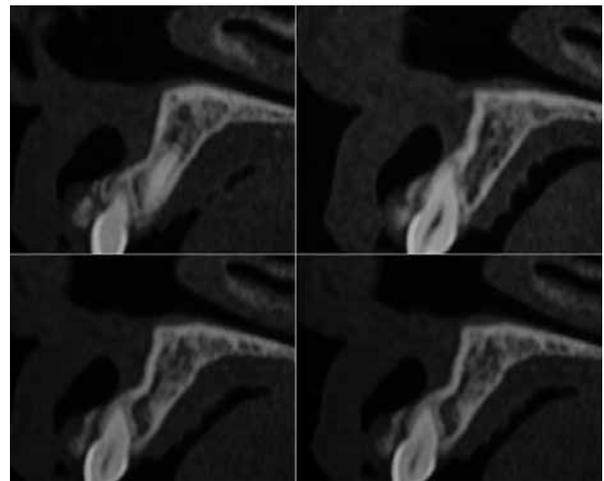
Tomografía computada de la zona de estudio.
